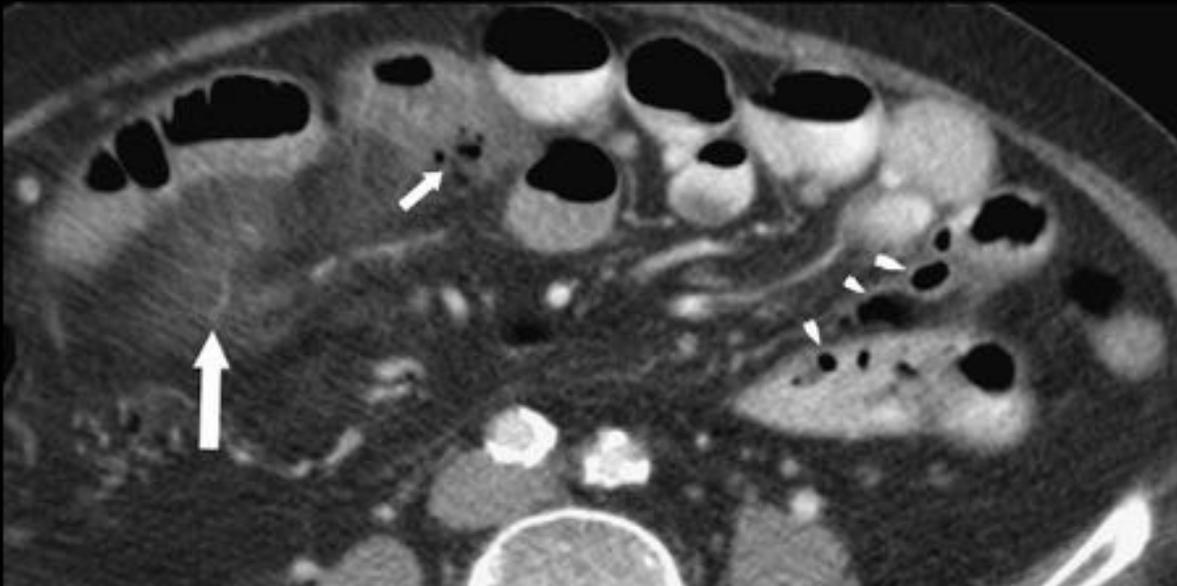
Corte axial de TC con contraste oral e iv. Área focal de engrosamiento mural yeyunal, observándose una pequeña evaginación y festoneado de la grasa mesentérica. En el diagnóstico diferencial se incluyó perforación por cuerpo extraño, neoplasia perforada y diverticulitis yeyunal.
